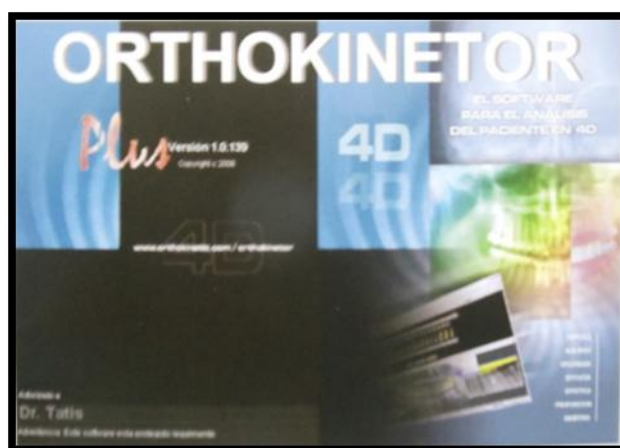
Tatis D (2007) Principios Fundamentales de la Filosofía Orthokinética. [Software computarizado ORTHOKINETOR PLUS para el trazado cefalométrico en radiografías panorámicas digitales]
